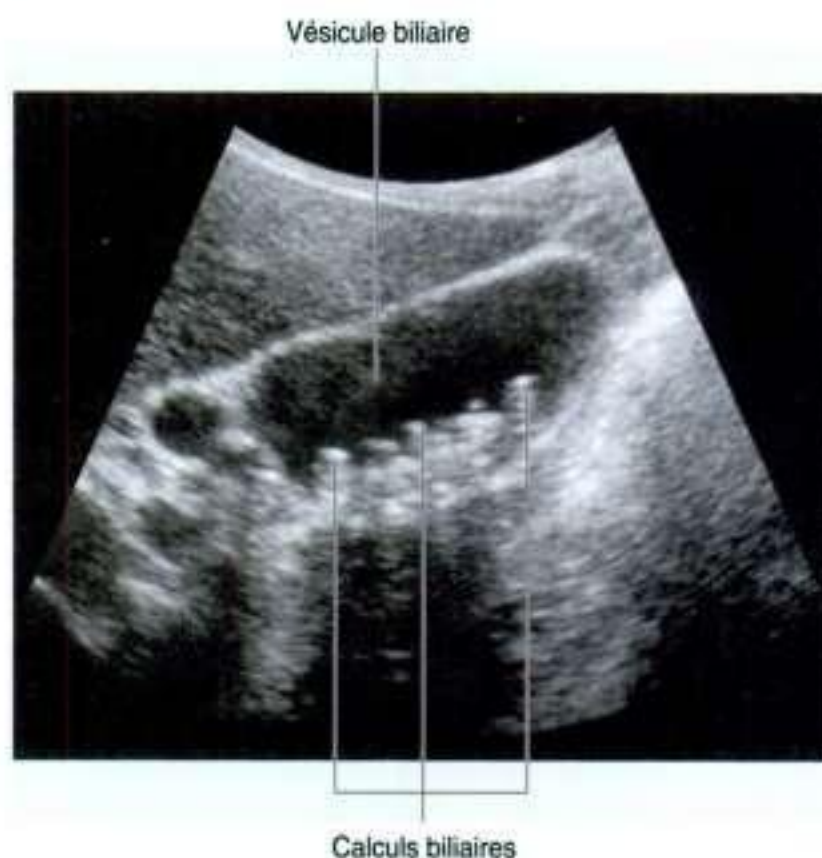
Vésicule biliaire contenant plusieurs calculs. Échographie.
